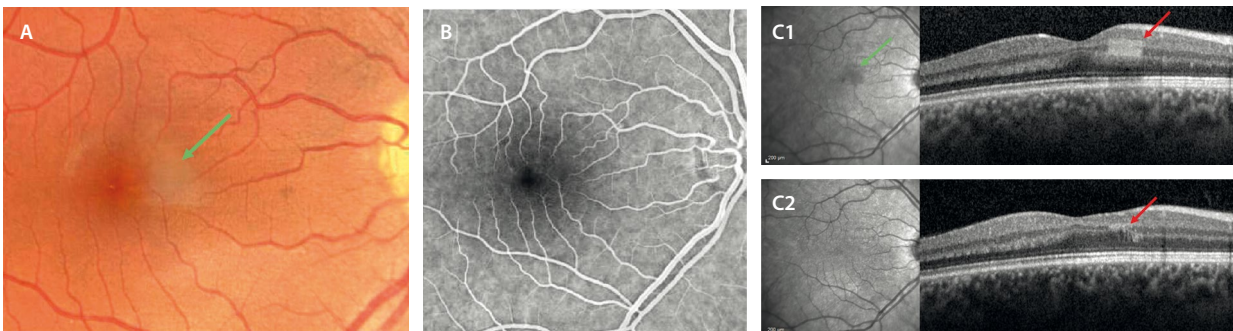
Maculopatía media aguda paracentral. A) Retinografía donde se observa un área de blanqueamiento focal (flecha verde). B) La imagen de la angiografía con fluoresceína no muestra defectos de perfusión. C1) En la imagen de la tomografía de coherencia óptica destaca una hiperreflectividad focal en las capas plexiforme interna y capa plexiforme externa (flecha roja), que coincide con el área hiporreflectiva en la imagen infrarroja (flecha verde). C2) En la fase atrófica se observa un adelgazamiento de la capa nuclear interna (flecha roja).
